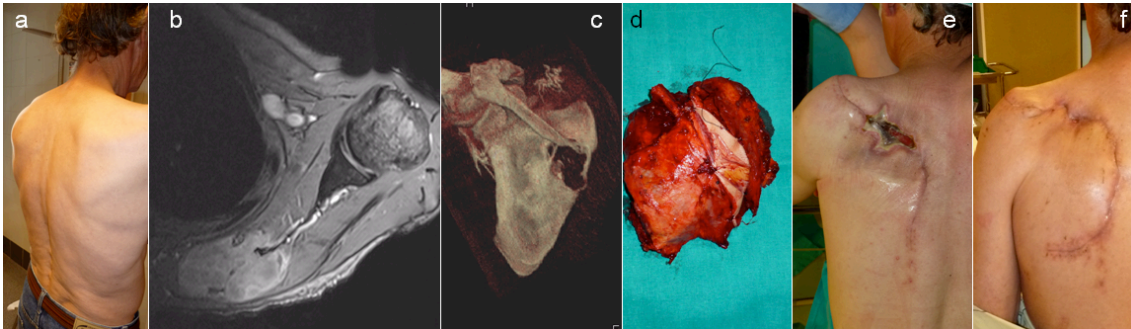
Leiomyosarcoma profundo de la cintura escapular estadio IIIB de AJCC: aspecto clínico (a); corte axial de RM mostrando la lesión en el borde medial de la escápula, al que envuelve (b); TC tridimensional mostrando la infiltración escapular (c); detalle de la pieza de resección, (d); necrosis de los bordes de la herida, que requirieron Friedrich (e); y aspecto un mes más tarde, con cicatrización de la herida, antes de la radioterapia. Actualmente, 9 meses después del tratamiento quirúrgico, está libre de enfermedad con 28 puntos en la escala funcional de la MSTS, a pesar de pérdida de la abducción del miembro.*
